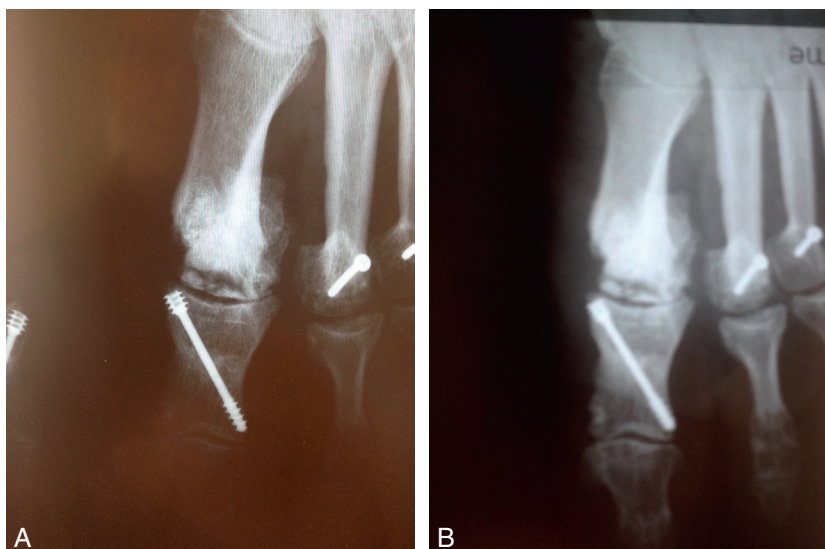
Évolution radiographique d'une nécrose sur chevron.
